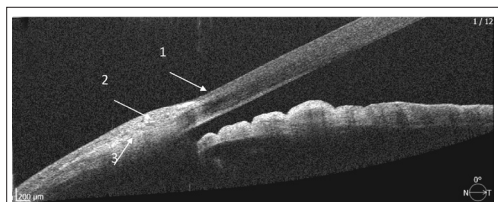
Скан оптичної когерентної томографії кон'юнктивально-лімбальної області ока кроля через 90 діб після субкон'юнктивальної ін'єкції ліпосомальної композиції латанопросту (кріль № 20)
